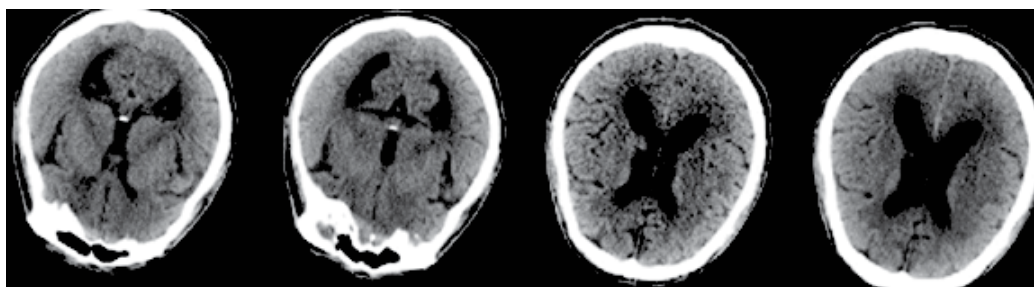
КТ головного мозга больного, 43 года. Прогрессивный паралич как вариант течения нейросифилиса с симптомами (болезнь Бейля).
